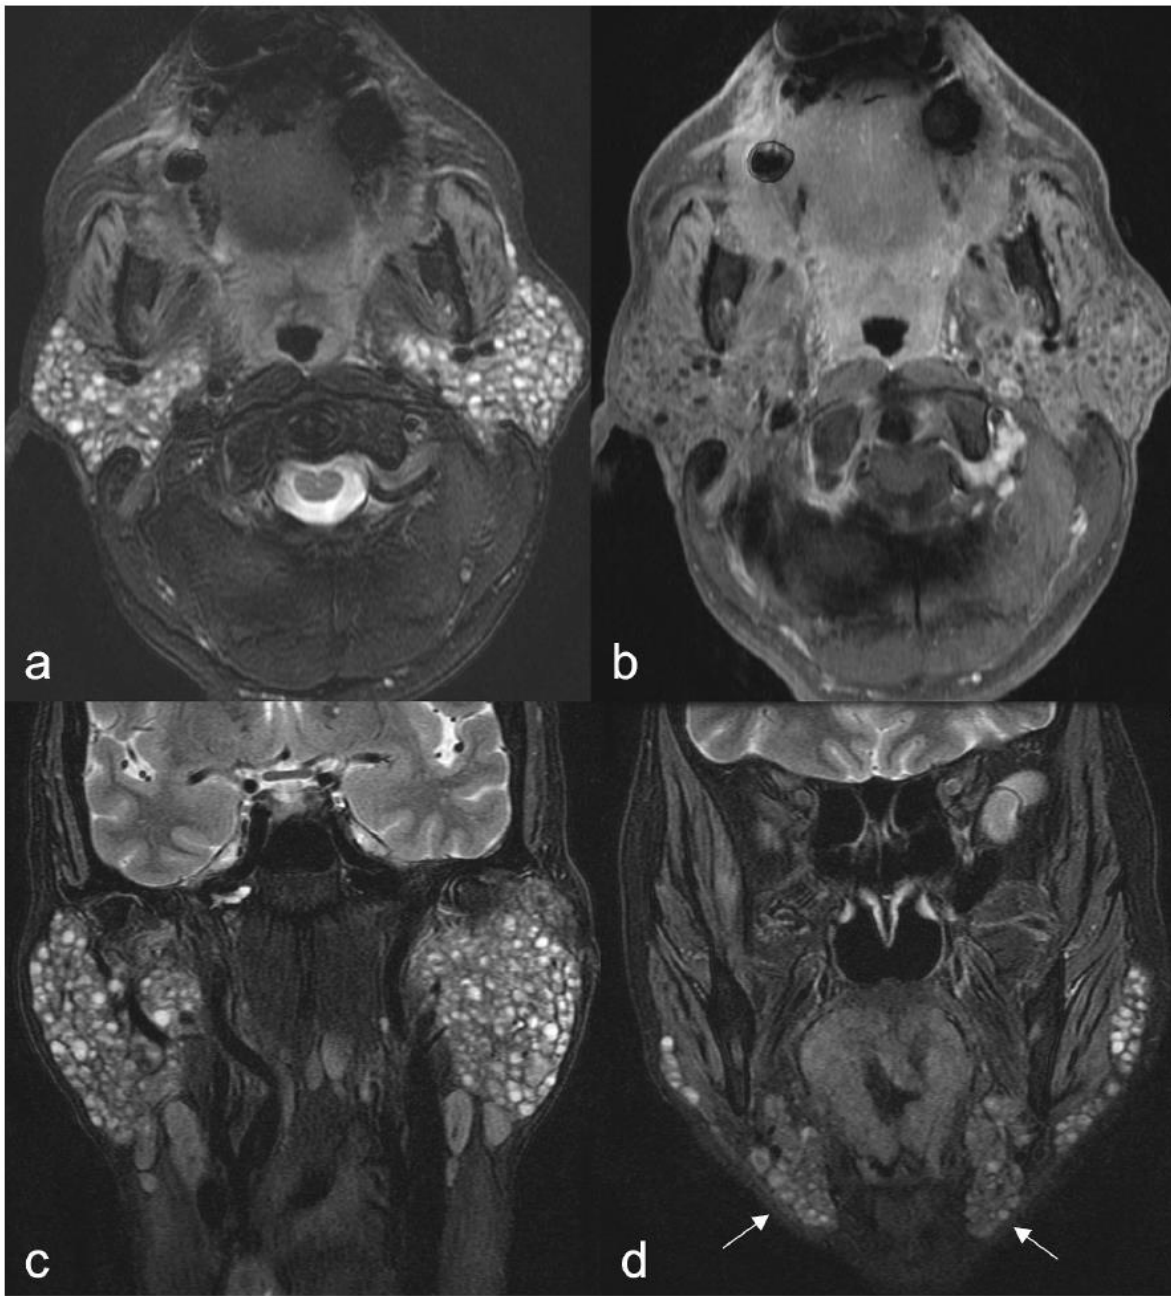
Axial T2-weighted (a), post-contrast T1-weighted (b), and coronal T2-weighted (c) imaging with fat suppression demonstrate innumerable non-enhancing microcystic foci throughout the parotid glands in a 68-year-old female with primary SS. Microcystic foci are also present throughout submandibular glands (d, arrows).
